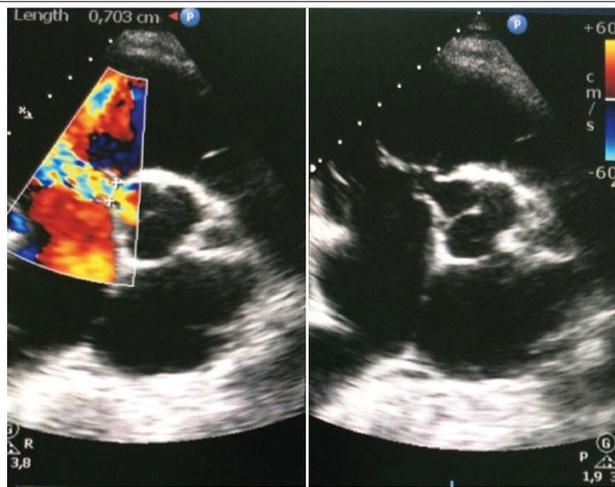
Doppler com mapeamento de fluxo em cores da base do coração transverso paraesternal mostrando fluxo do ventrículo esquerdo para o átrio direito (imagem à esquerda).
